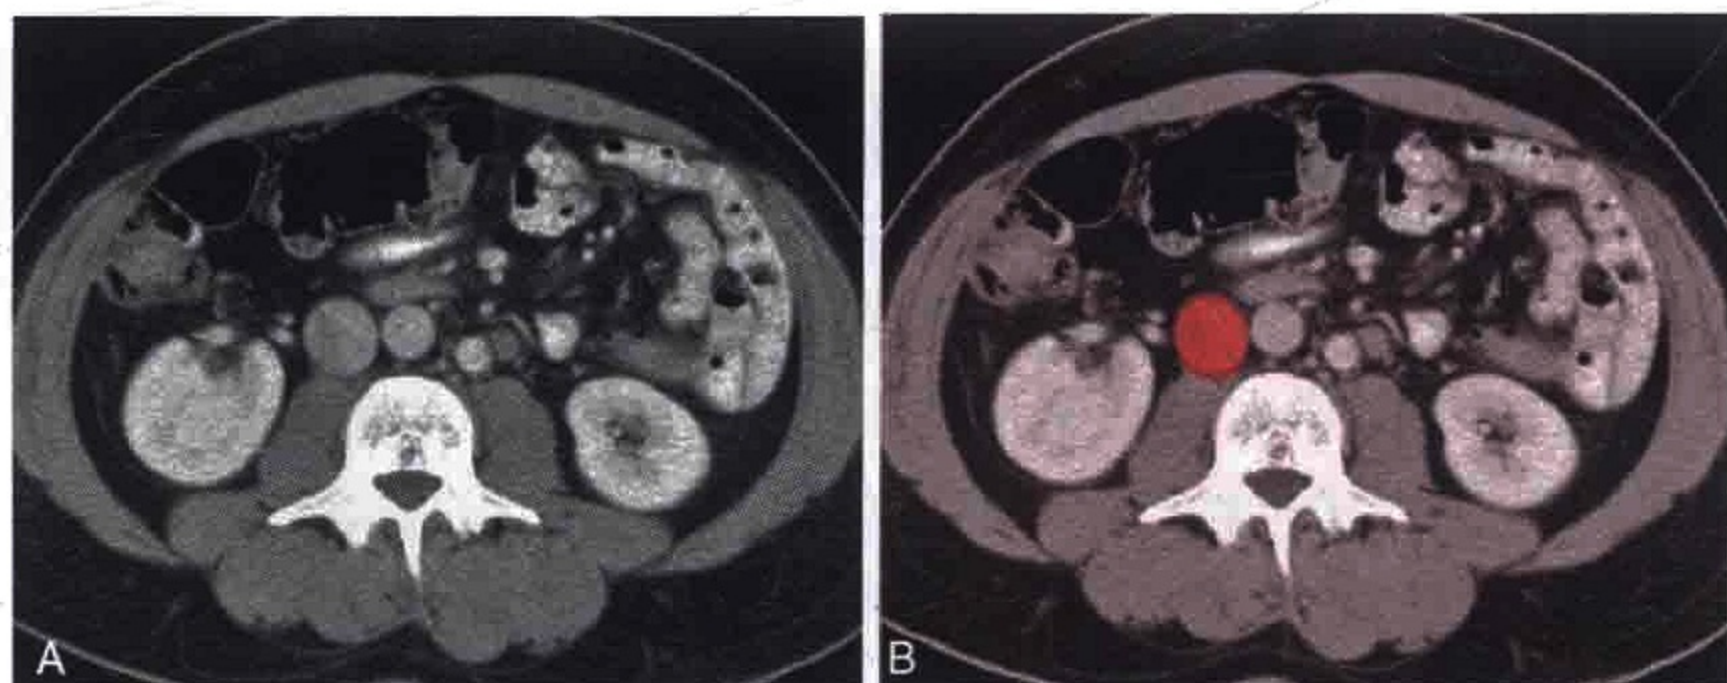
横轴位 CT 图像示睾丸癌患者右侧腹主动脉旁淋巴结转移（红色）
